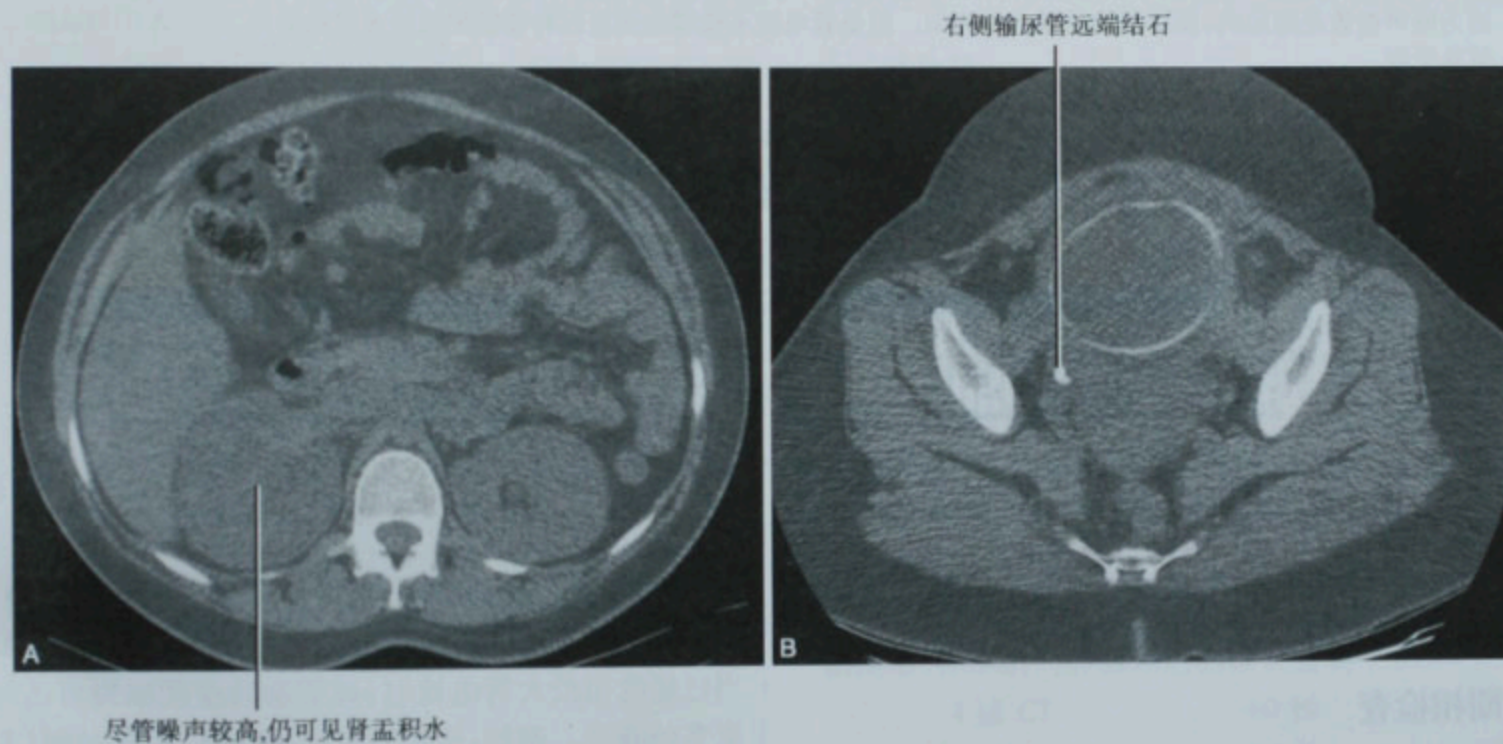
孕妇右侧腰痛而行腹部(A)及盆腔(B)CT,故意增加噪声指数以减少辐射剂量
